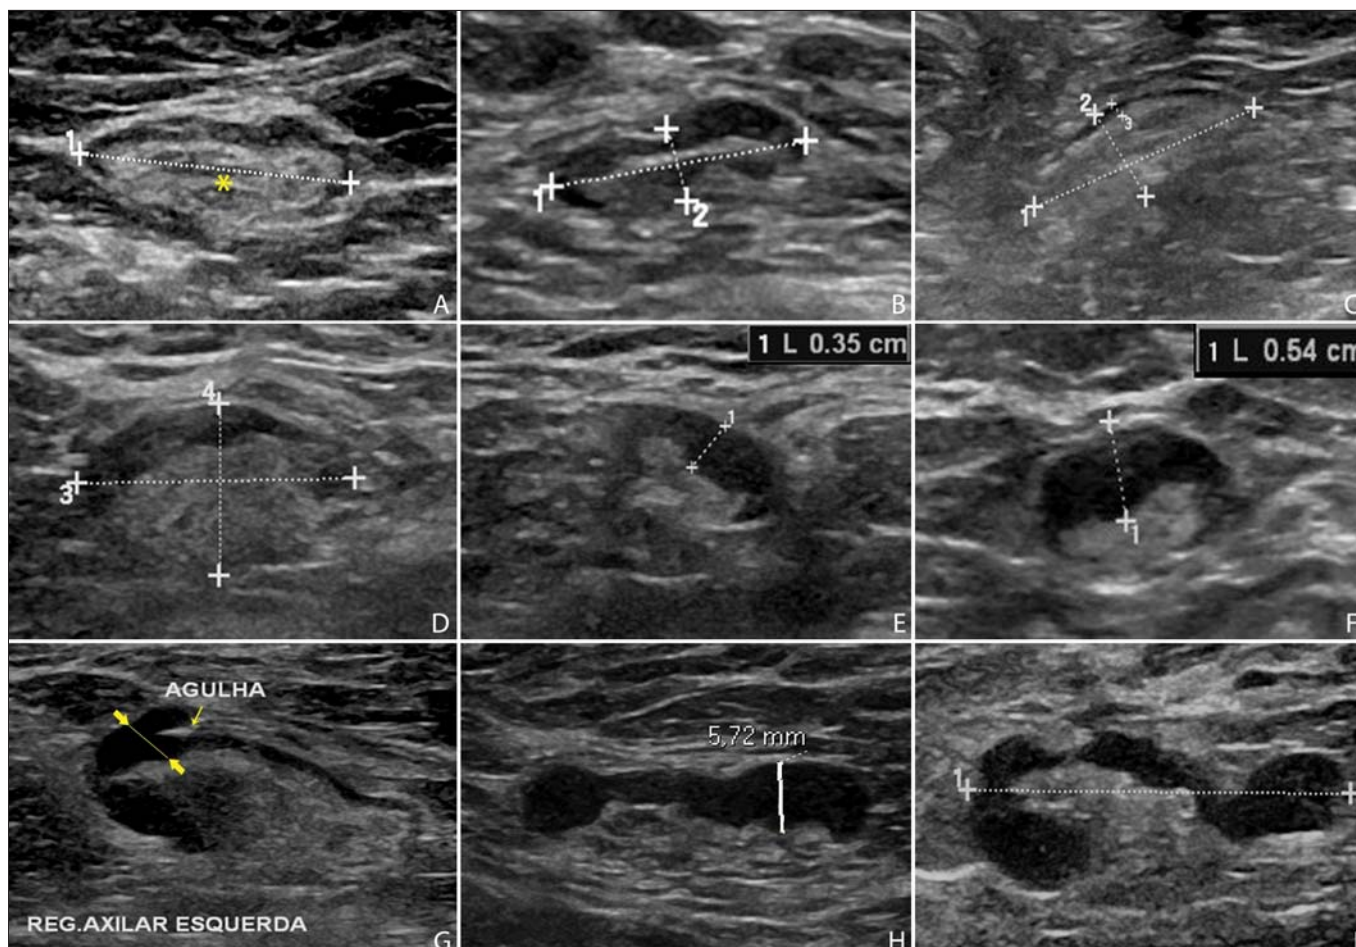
Cortes ultrasonográficos demonstrando alguns linfonodos classificados morfologicamente como normais (A-C) e indeterminados (D-I). Linfonodos normais apresentam, caracteristicamente, hilo gorduroso central (asterisco) e espessura cortical ≤ 3 mm difusamente. Os linfonodos indeterminados apresentam hilo central, porém alguma área com espessura cortical > 3 mm (entre setas). Os linfonodos A-C tiveram resultados histopatológicos negativos, enquanto os linfonodos D-I foram positivos.
